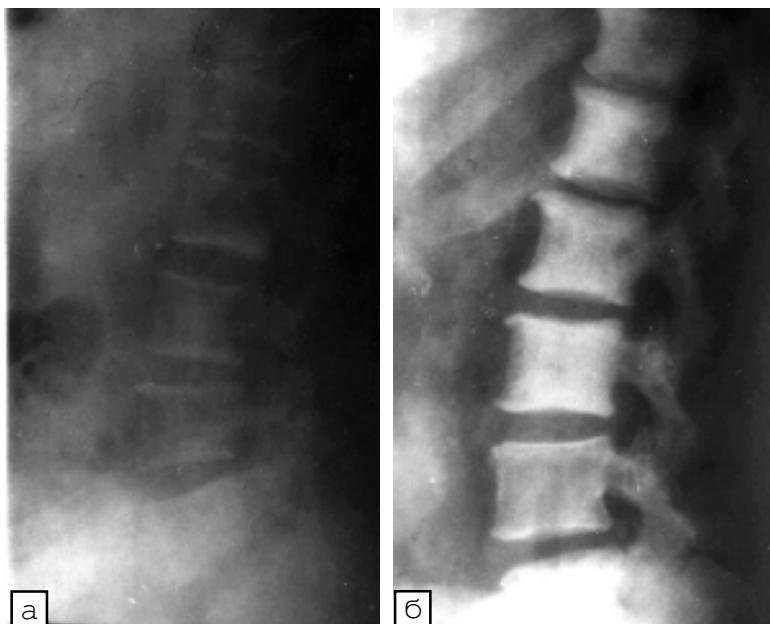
Рентгенограма поперекового відділу хребта в бічній проекції хворої на рак грудної залози з метастатичним ураженням хребта: а – до лікування; б – після лікування
